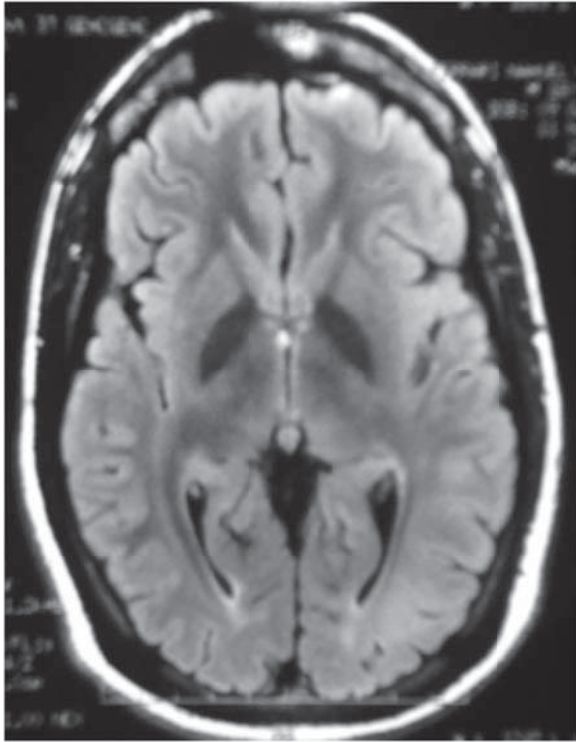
Displasia cortical focal tipo I. RM de cerebro. Corte axial en secuencia FLAIR. Se observa pérdida de la diferenciación de la sustancia gris-blanca con leve aumento de la señal de la sustancia subcortical en la región temporo-occipital izquierda.
